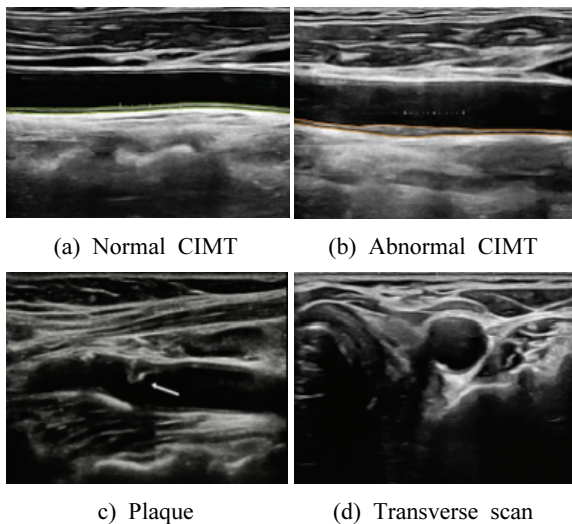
Ultrasonography examination of carotid intima-media thickness at the fat wall of the common carotid artery.
